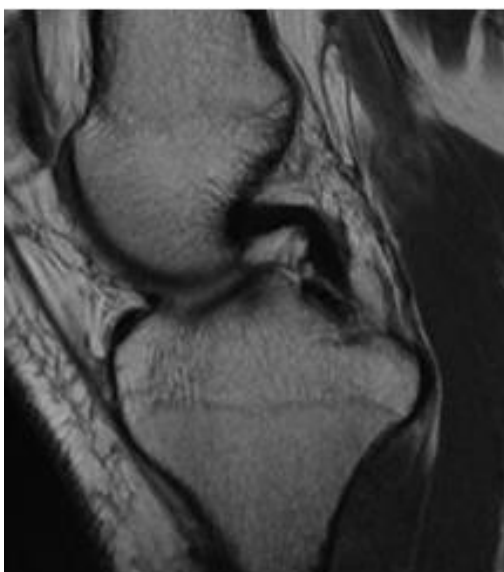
IRM coupe sagittale DP : LCP normal en hyposignal homogène.
